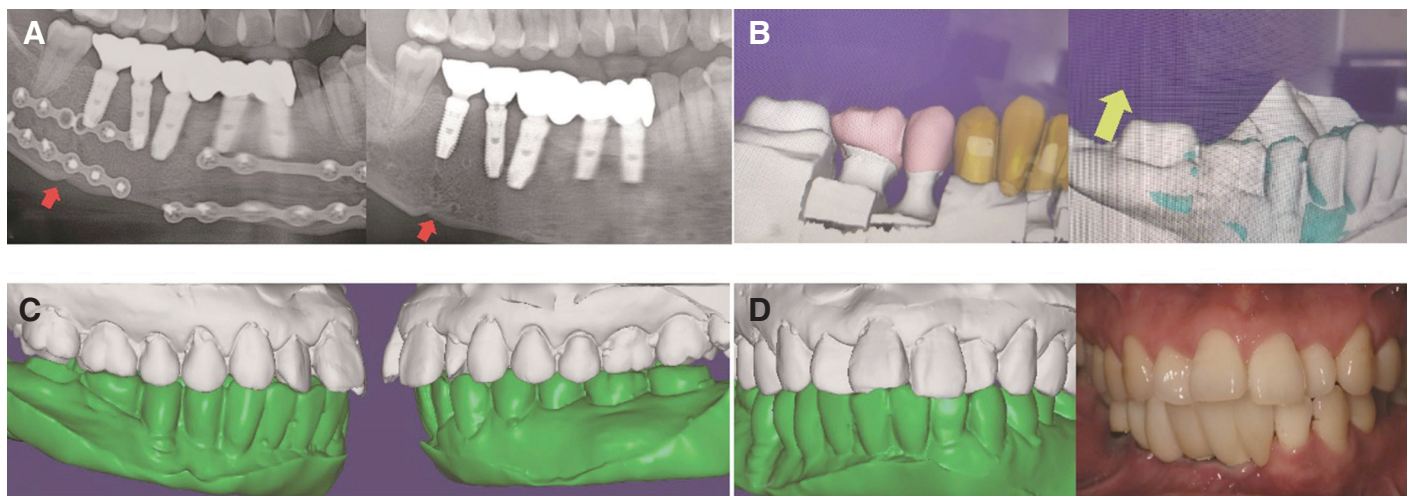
Analysis to determine whether or not the posterior tooth was extruded. (A) Radiographically, there is no sign of sinking of the graft bone segment. Arrows indicate the joint between graft bone segment and mandible, (B) Comparison of dental models. Left image is the model used to design the implant prosthesis, right image is the model after open bite. Clinical crown length of the second molar became longer, (C) In order to confirm the occlusal change of the remaining teeth except the last molar, the occlusal surface of the second molar of study model was removed and the casts were occluded, (D) When the extruded surface of the second molar of study model was removed, the maxillary and mandibular models were engaged with previous occlusion.
